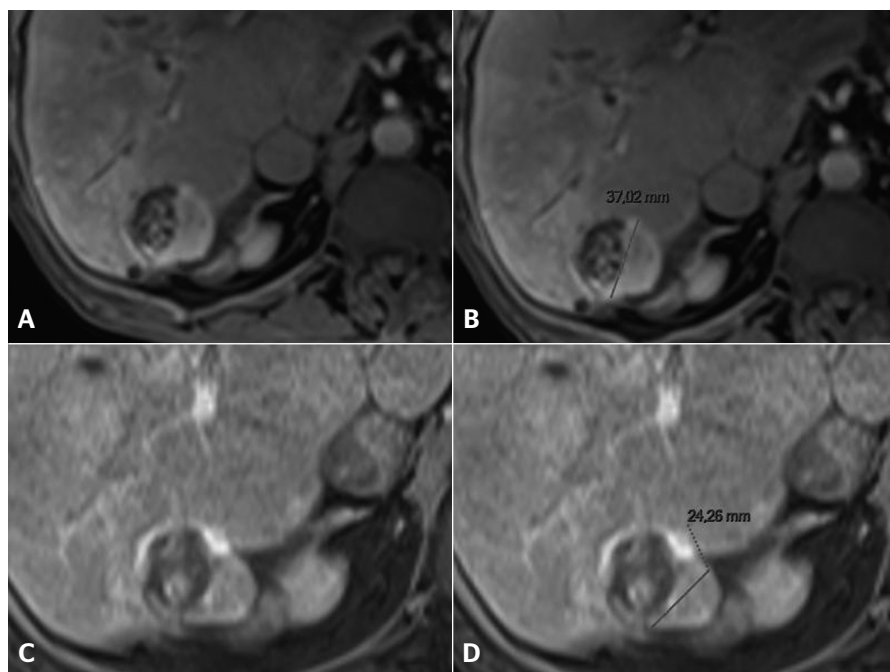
Carcinome hépatocellulaire traité par sorafénib. Sur l'examen initial (A), la lésion présente deux compartiments sur cette image d'IRM au temps artériel : l'un nécrotique, l'autre qui se rehausse, appelé tumeur « viable ».
